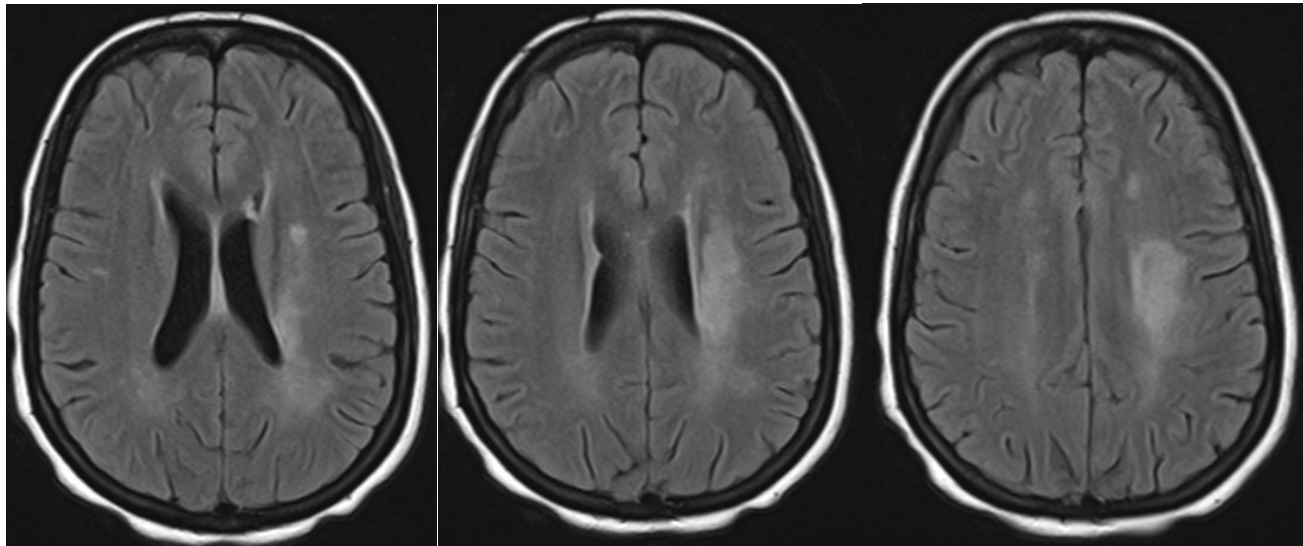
IRM cérébrale en séquence T2/FLAIR en coupe transversale montrant des hypersignaux de la substance blanche de tailles et de siège variables
